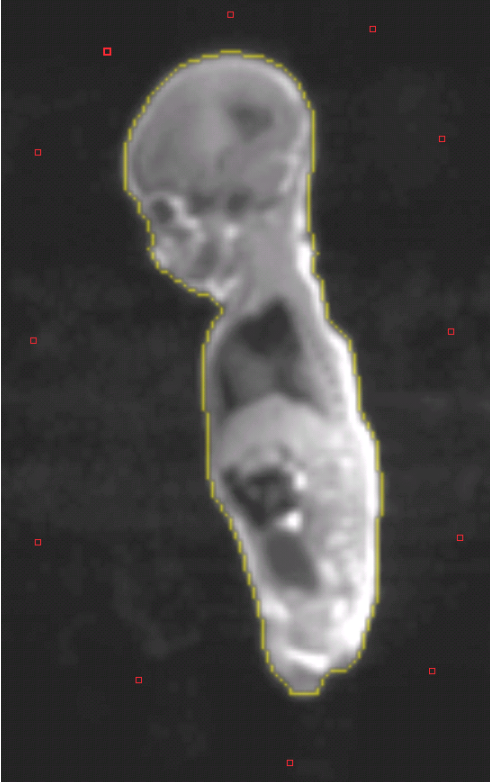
MRT-Schichtaufnahme
